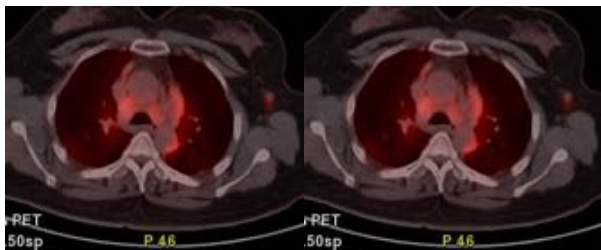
PET-TC que muestra incremento patológico del metabolismo de la glucosa en el nódulo mamario del cuadrante inferior-interno de mama izquierda ($SUV_{m\acute{a}x}$ 5,63), adenopatía axilar izquierda ($SUV_{m\acute{a}x}$ 3,30), adenopatías mediastínicas e hiliares bilaterales y de las áreas de condensación de ambas bases pulmonares ($SUV_{m\acute{a}x}$ 11,65)
